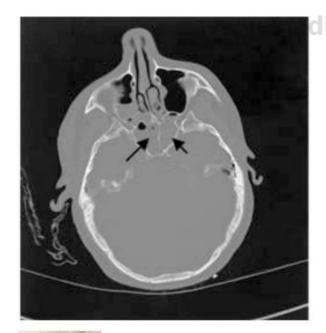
2 Fracturas de la porción anterior de la base del cráneo que suelen producir desgarros en la duramadre adyacente y rinorrea de liquido cefalorraquídeo. A veces, la tomografía computarizada de la base del cráneo no muestra la propia fractura, sino líquido en el seno esfenoldal (fiechas) o en otros senos paranasales. (Tomografía computarizada, ventana ósea.)
